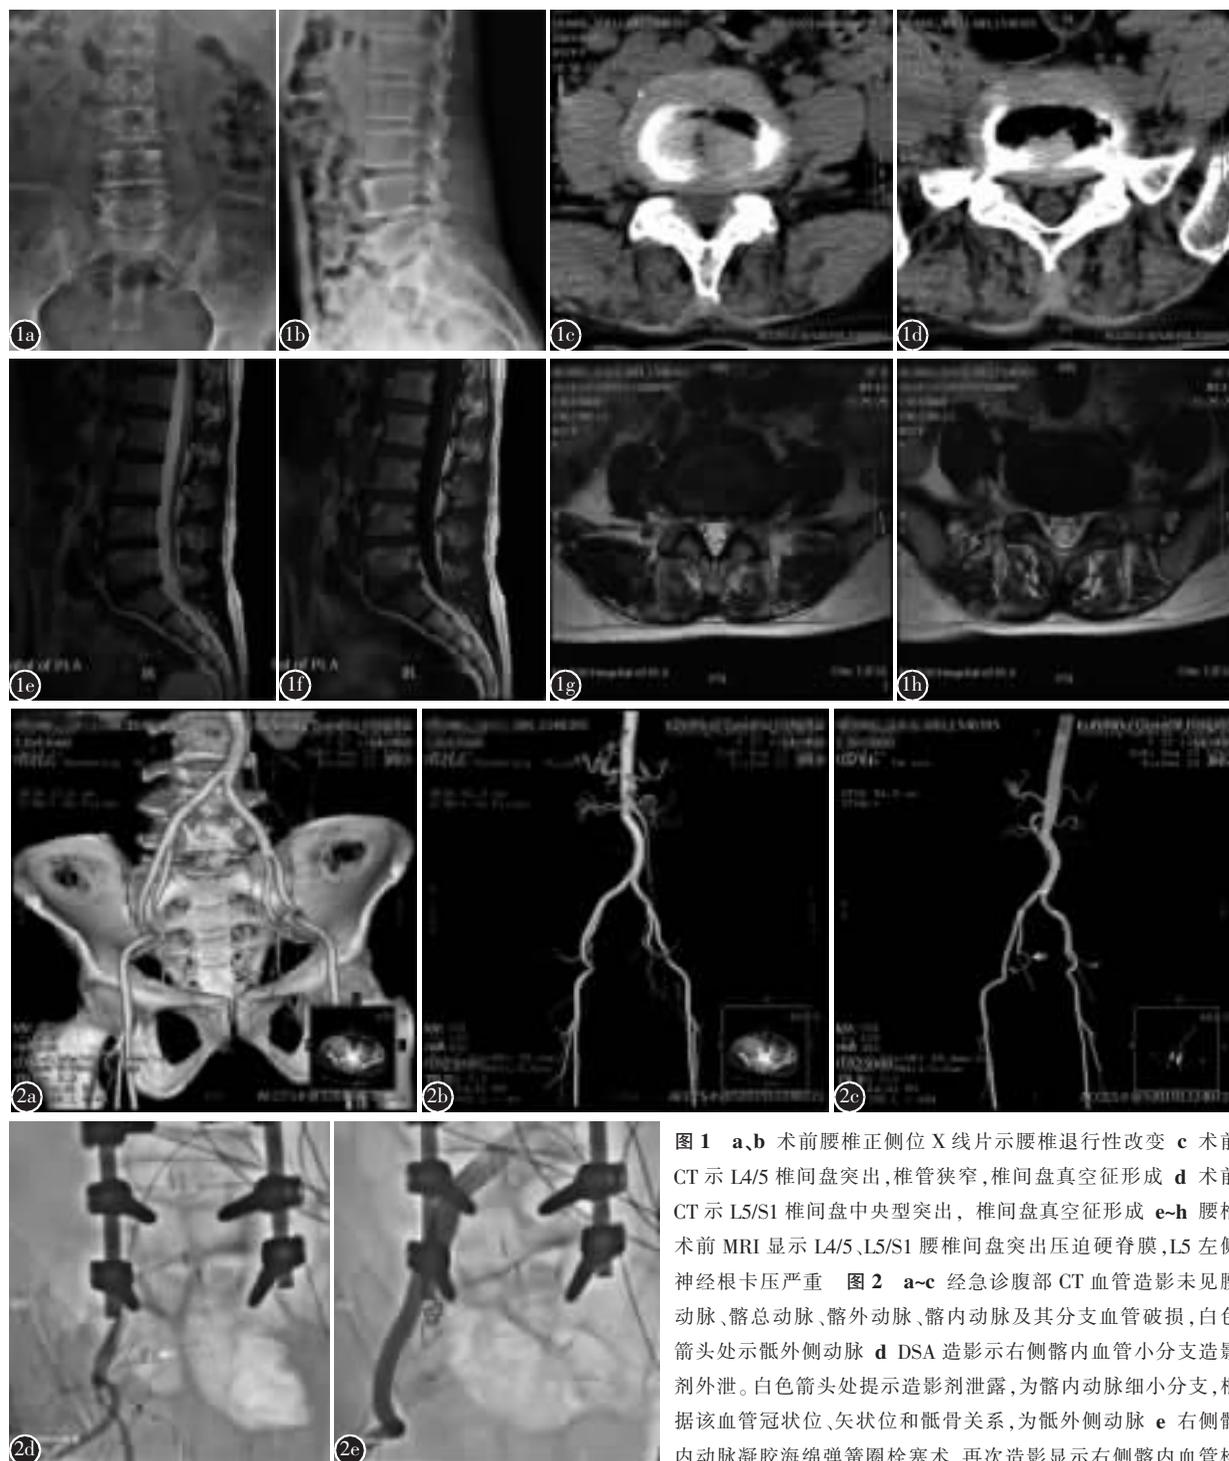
a、b 术前腰椎正侧位 X 线片示腰椎退行性改变 c 术前 CT 示 L4/5 椎间盘突出, 椎管狭窄, 椎间盘真空征形成 d 术前 CT 示 L5/S1 椎间盘中央型突出, 椎间盘真空征形成 e-h 腰椎术前 MRI 显示 L4/5、L5/S1 腰椎间盘突出压迫硬脊膜, L5 左侧神经根卡压严重 图 2 a-c 急诊腹部 CT 血管造影未见腰动脉、髂总动脉、髂外动脉、髂内动脉及其分支血管破损, 白色箭头处示骶外侧动脉 d DSA 造影显示右侧髂内血管小分支造影剂外泄。白色箭头处提示造影剂泄露, 为髂内动脉细小分支, 根据该血管冠状位、矢状位和骶骨关系, 为骶外侧动脉 e 右侧髂内动脉凝胶海绵弹簧圈栓塞术, 再次造影显示右侧髂内血管栓塞, 无造影剂外泄
